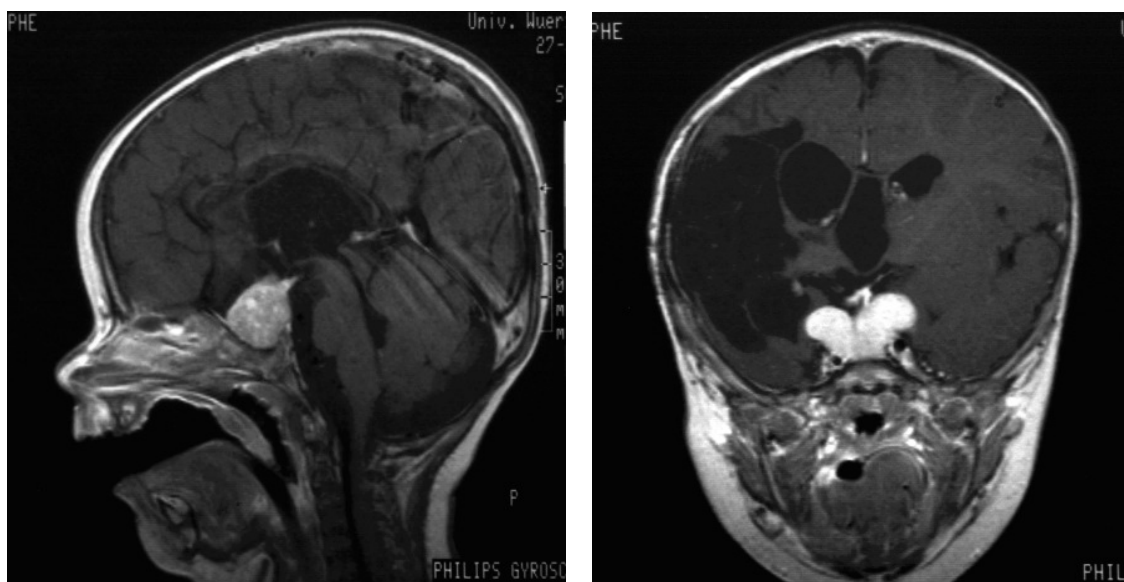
MRT, T1-gewichtete sagittale (links) und coronare (rechts) Schicht unter Kontrastmittelgabe mit Darstellung des Tumor-Rezidivs im achten Lebensmonat.
